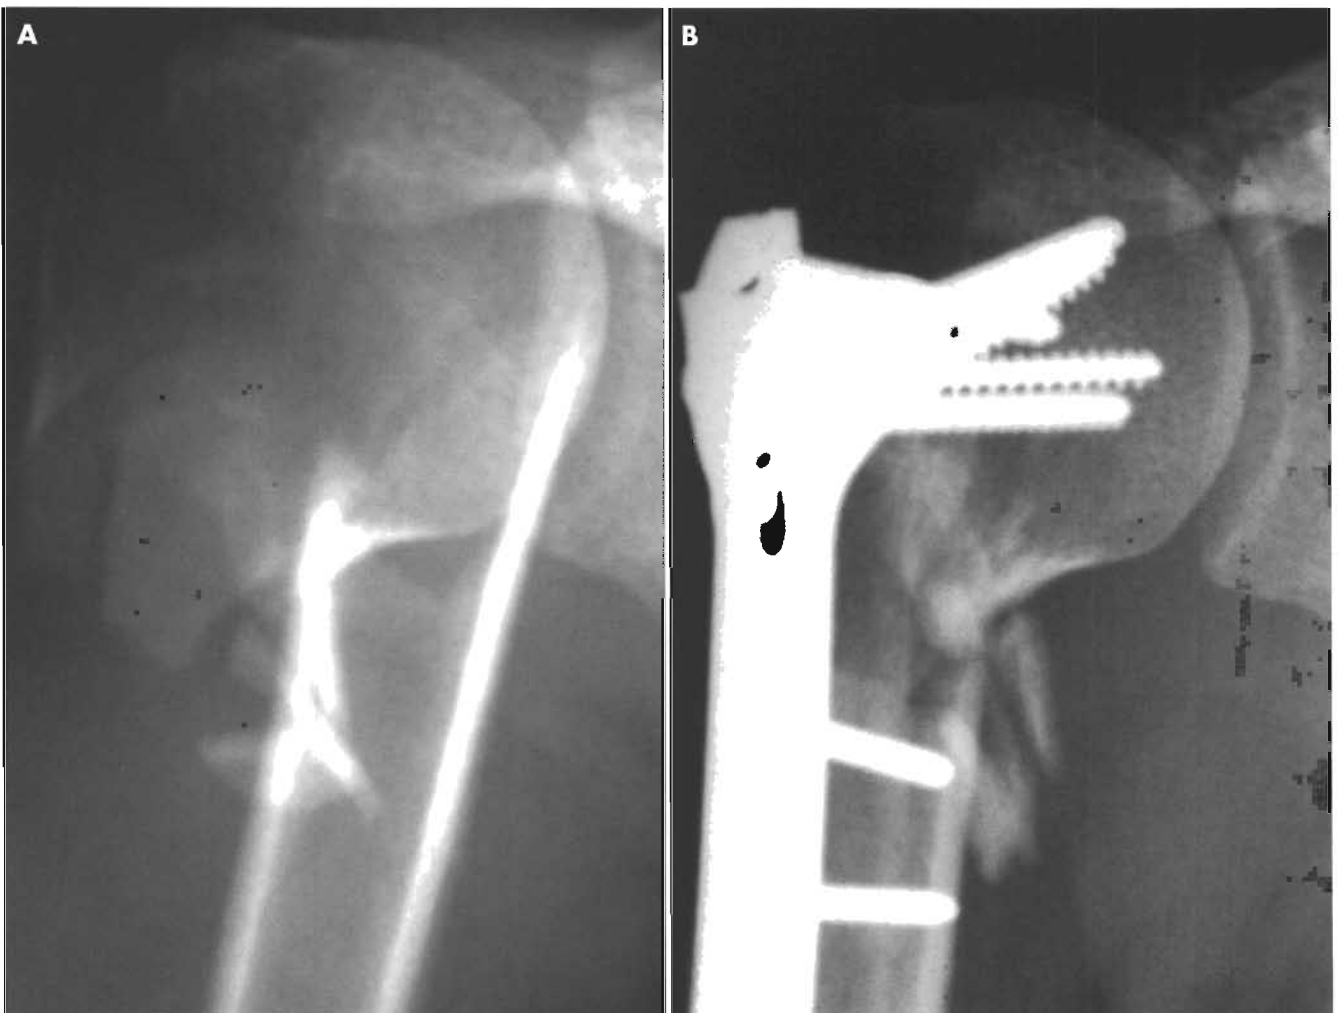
A. Radiografía simple preoperatoria de una fractura desplazada de dos fragmentos del cuello quirúrgico en una mujer de 48 años. B. Radiografía simple postoperatoria de la misma paciente en la que se observa una reducción casi anatómica mediante reducción abierta y fijación interna (con una placa en trébol AO de pequeños fragmentos modificada).
